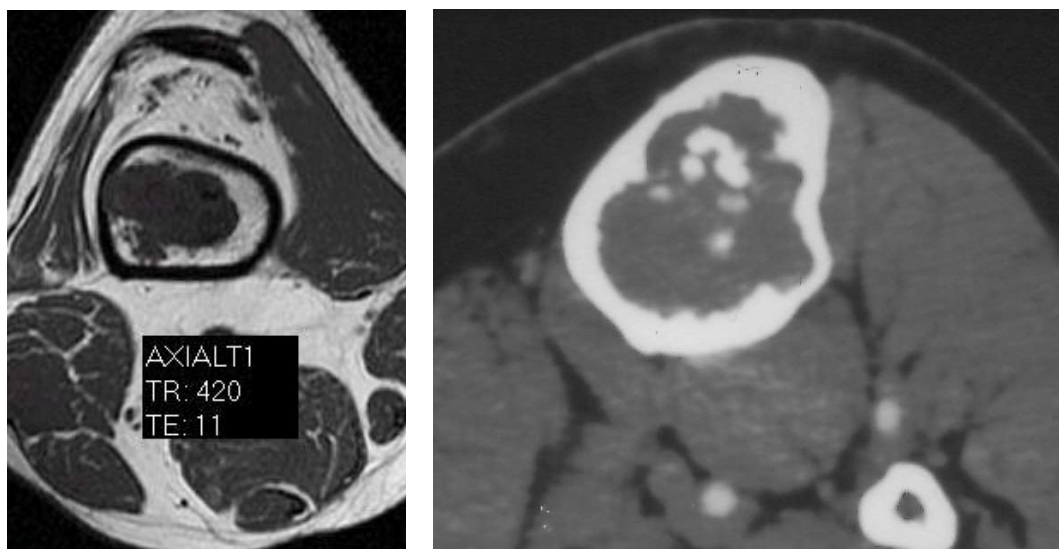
Imagen de la afectación endóstica vista en un TC y en una RMN
